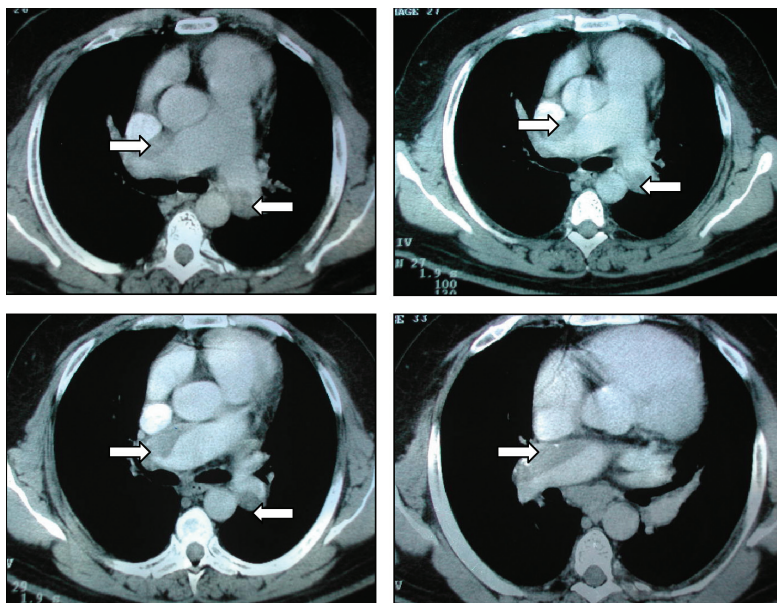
TAC torácica: as setas das figuras indicam a trombose parcial dos ramos direito e esquerdo da artéria pulmonar.
